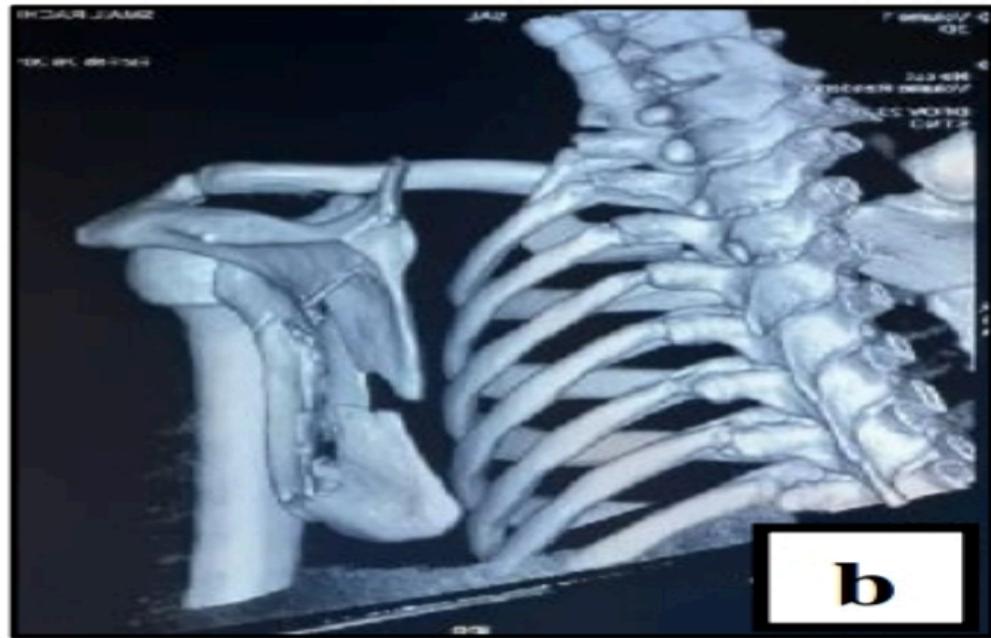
Radiographie et TDM de l'épaule objectivant la fracture corporelle complexe de l'omoplate
